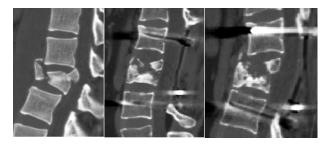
КТ-исследование поясничного отдела позвоночника больной Ч. до операции, сразу после вмешательства и через 1,5 года
